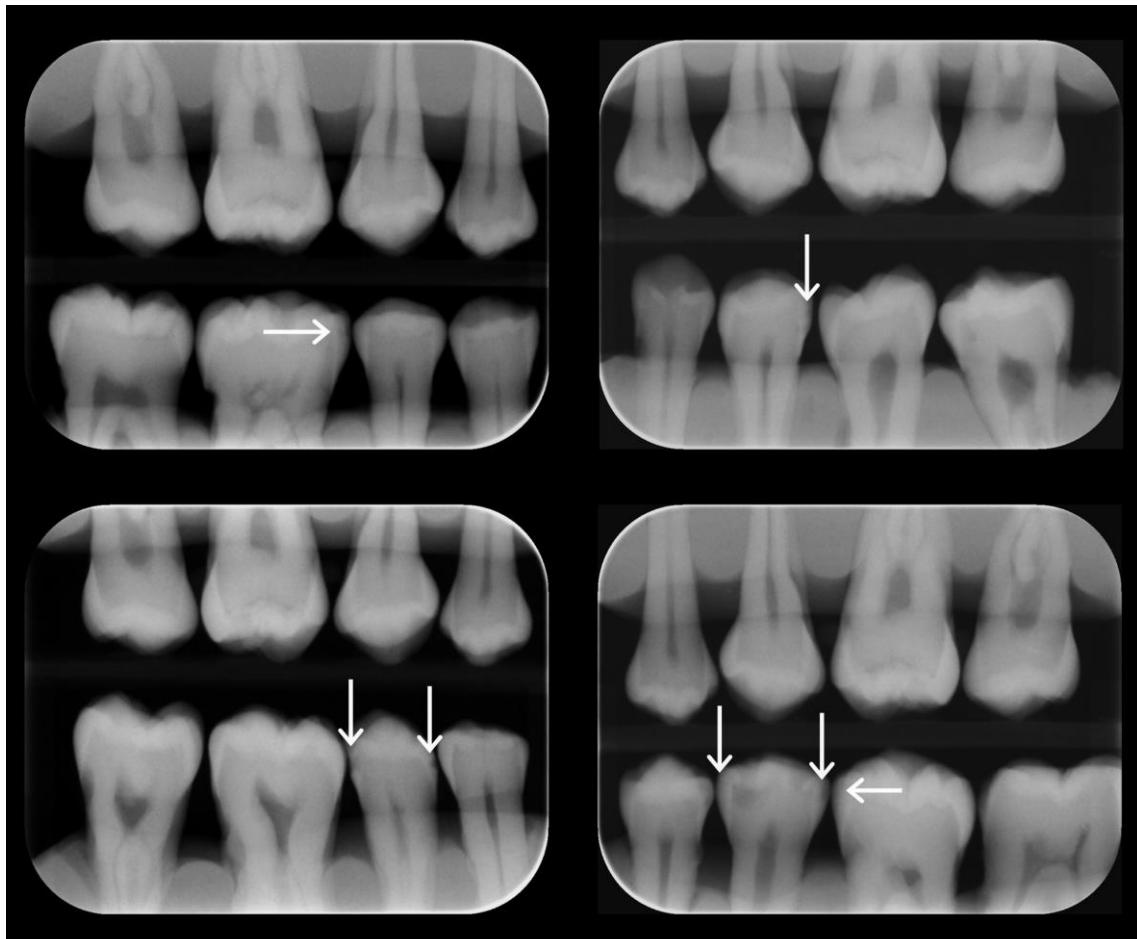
Examples of interproximal radiographs assessed in the study. Arrows indicate caries lesions.
